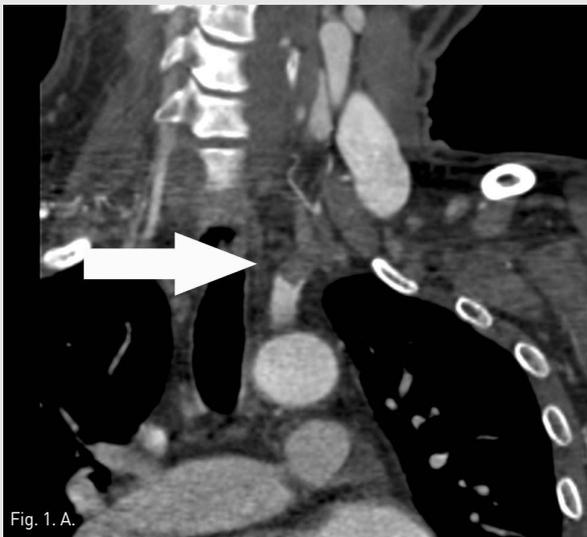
Coronal CT images show a partial thrombotic occlusion at proximal subclavian artery (SCA, arrow in Fig. 1A-C), and proximal vertebral artery (VA, arrow head in Fig. 1D).
